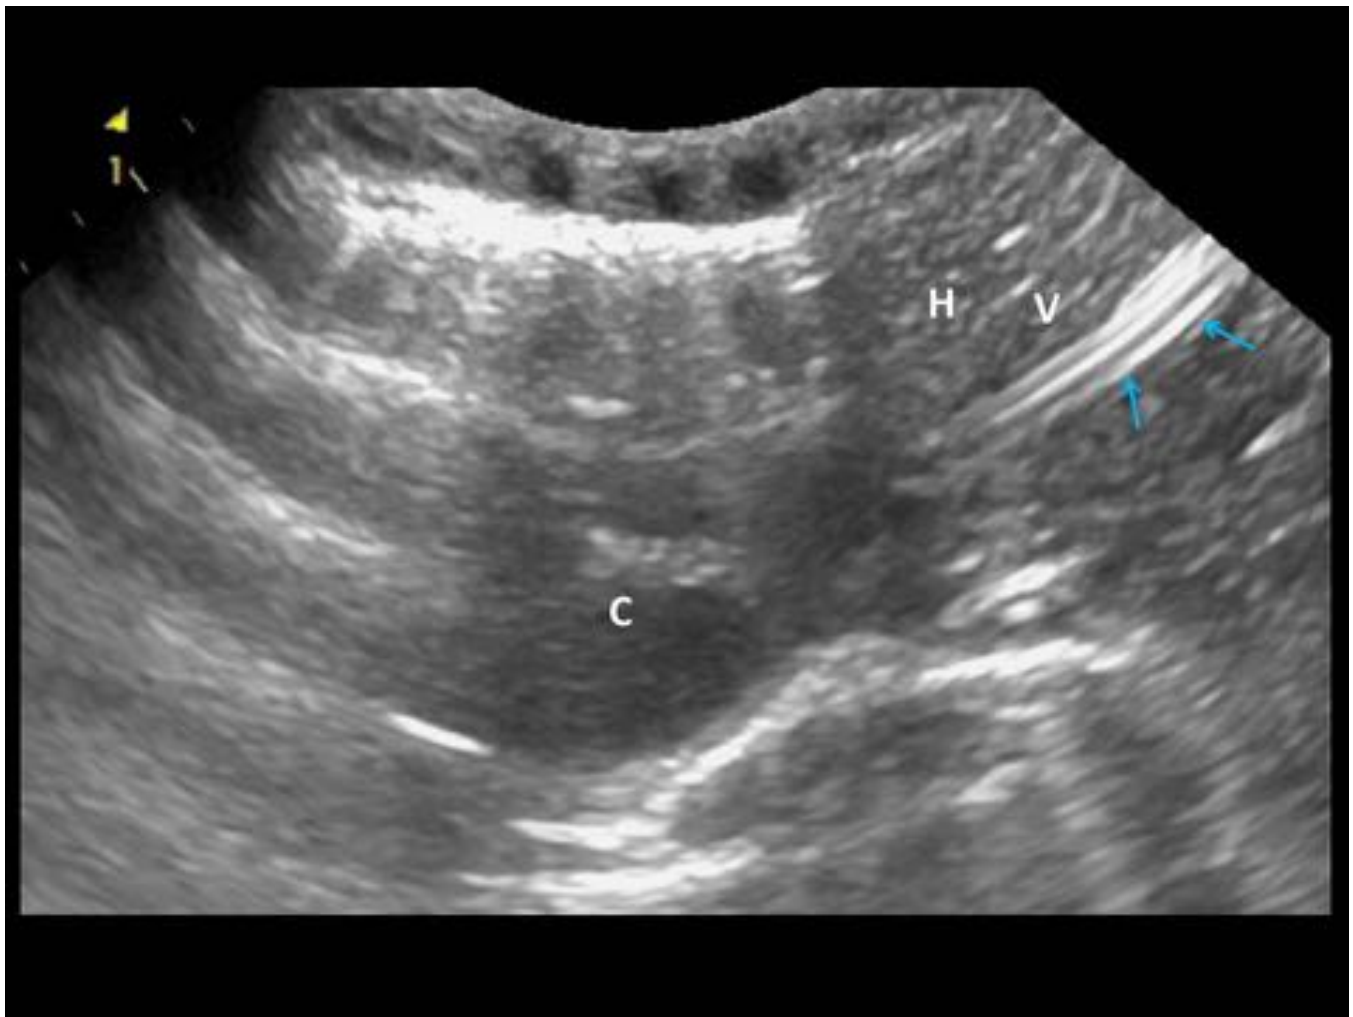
Ecografía abdominal. El CVU se identifica como una estructura tubular ecogénica, que se atraviesa el parénquima hepático (H) siguiendo el trayecto de la VCI (V). La ecografía permite determinar la posición del extremo del catéter, situado en éste caso, correctamente próximo a la entrada del corazón (C).
